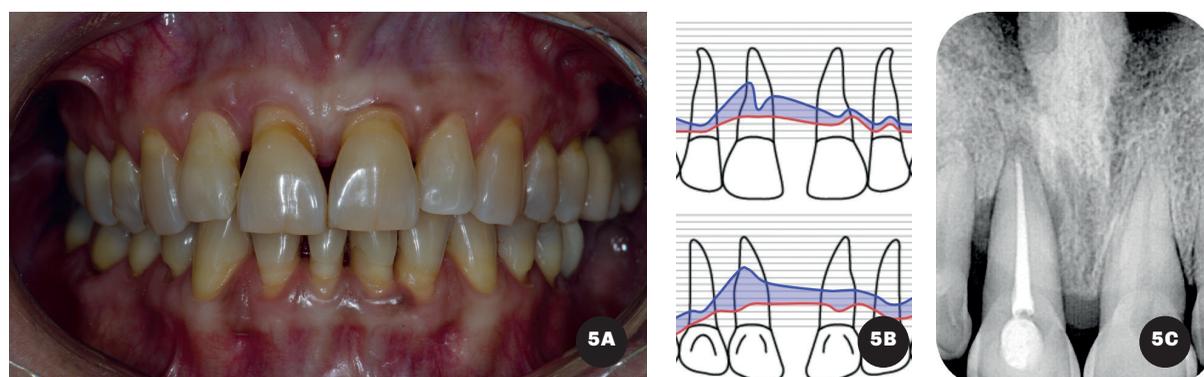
Examen visual al momento de la reevaluación (30 días post terapia básica). 5B. Registro de la PS y NI al momento de la reevaluación. 5C. Radiografía periapical 30 días post terapia básica
